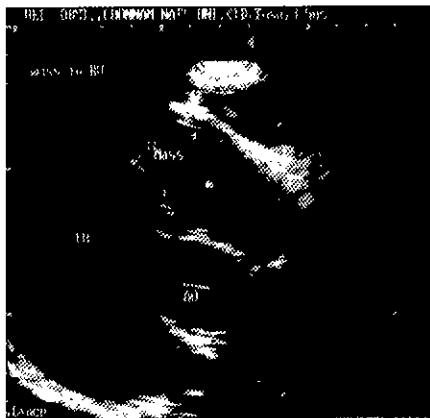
B- and M-mode echocardiography at left ventricular outflow tract long-axis view of right parasternal window in a Tosa. The round tumor mass was distinguished from surrounding tissues in the right ventricle and its size was 22.3 × 23.9 mm. Black arrows in M-mode represent the thickness of tumor mass. AO = Aorta, M = Tumor mass, LV = Left ventricle.
